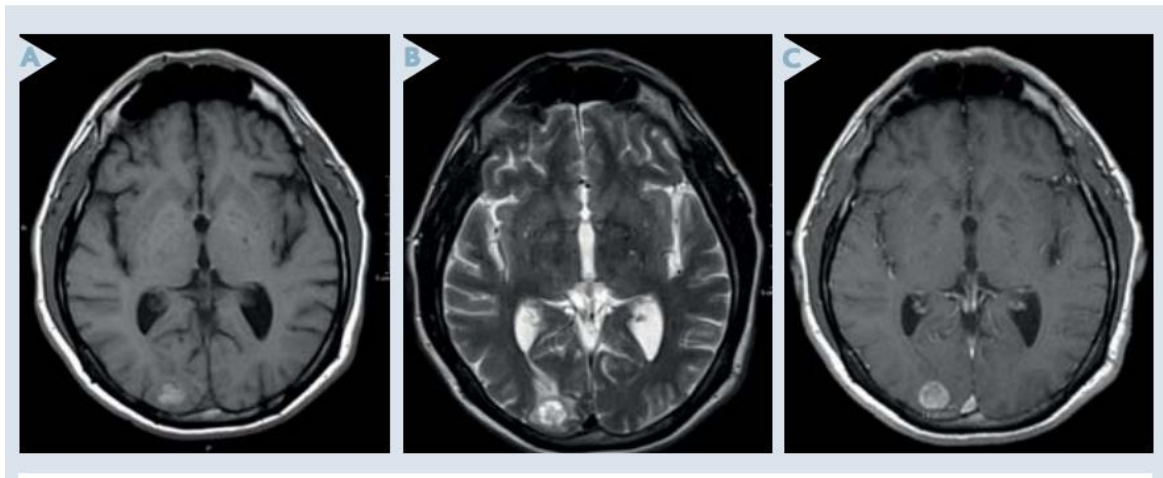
IRM cérébrale en séquence T1 :
